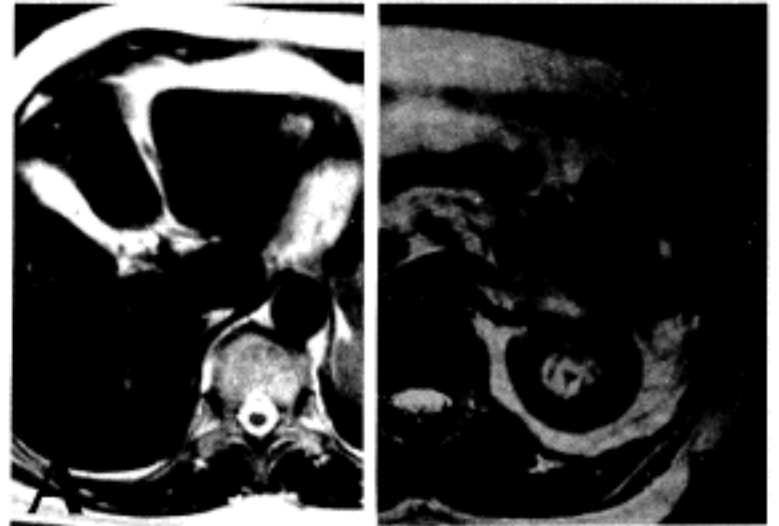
Abdominal magnetic resonance image reveals a round mass (arrow) in left hepatic lobe (A) and several cavitory lesions (arrows) in transverse colon (B).
